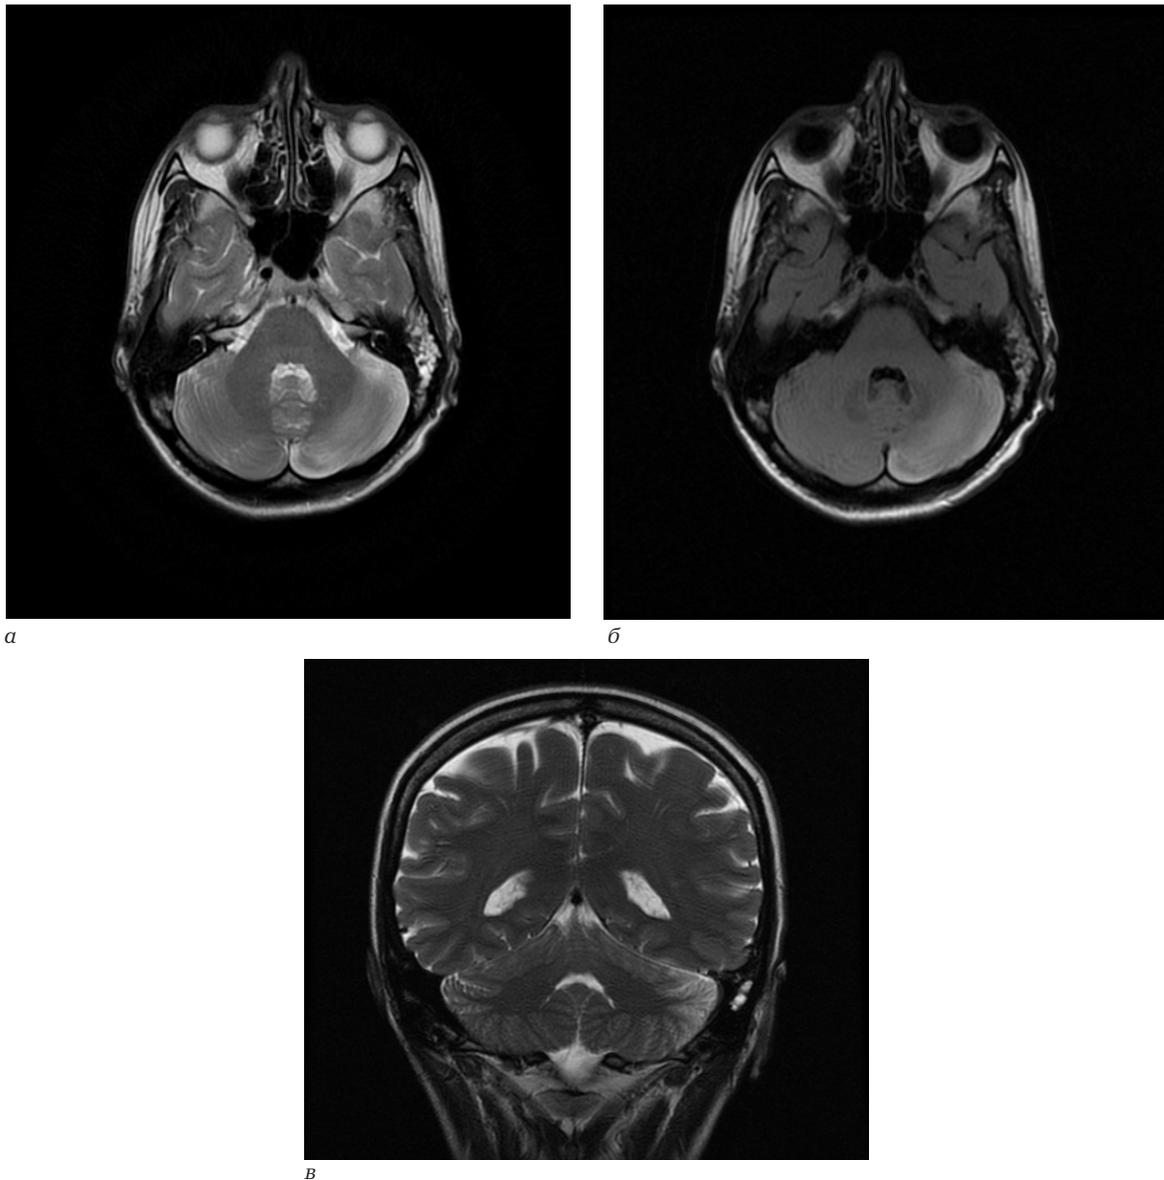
МРТ головного мозга без контрастного усиления через 2 месяца после проведенной терапии. Выраженное уменьшение отека левого полушария мозжечка: *а* – T2-ВИ; *б* – FLAIR; *в* – T2-ВИ
